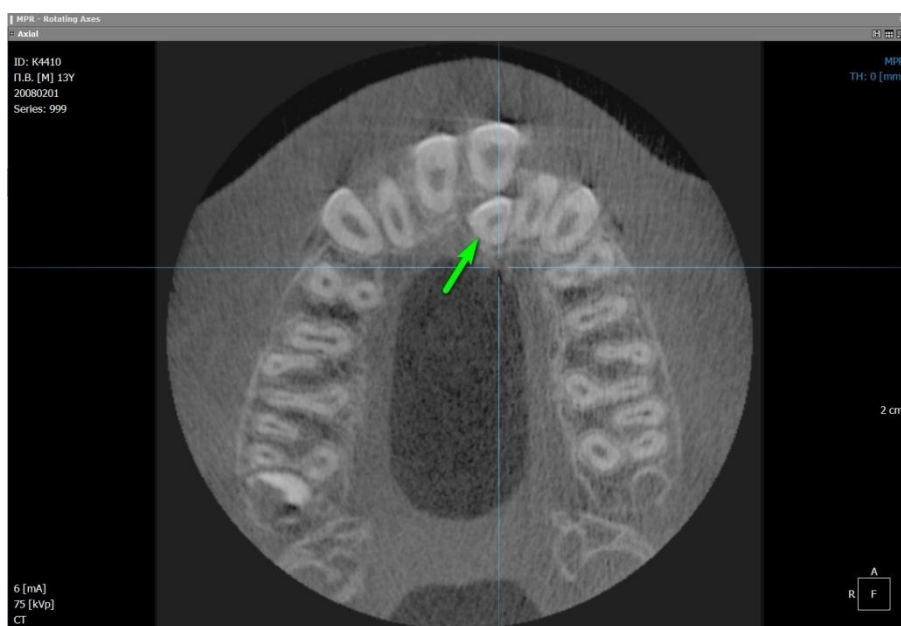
Томограма аксіальний реформат.
